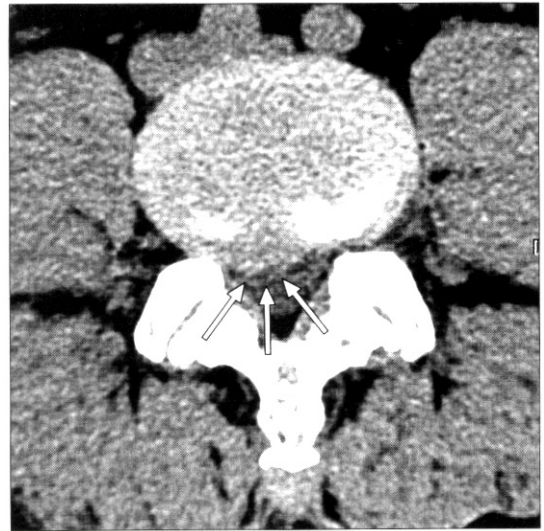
No calcification was seen in herniated lumbar disc on CT image.
